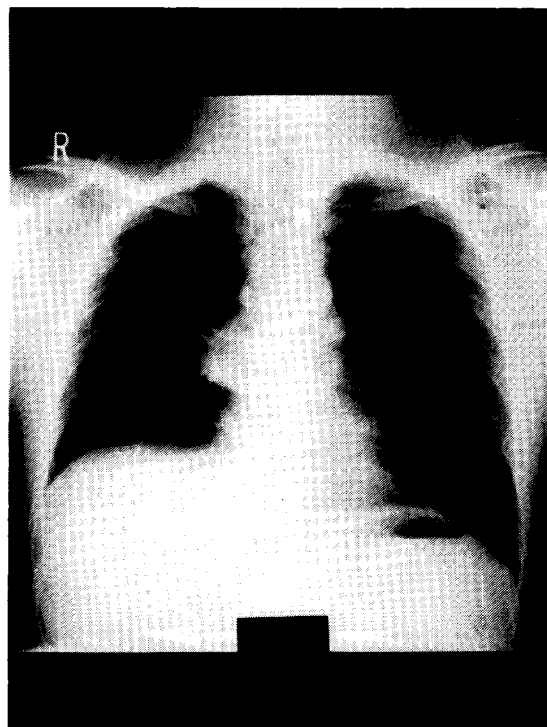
昭和56年7月23日の胸部X線写真。⁶⁰Co照射(1650R)後，縦隔の腫瘤影は著明に縮小している
